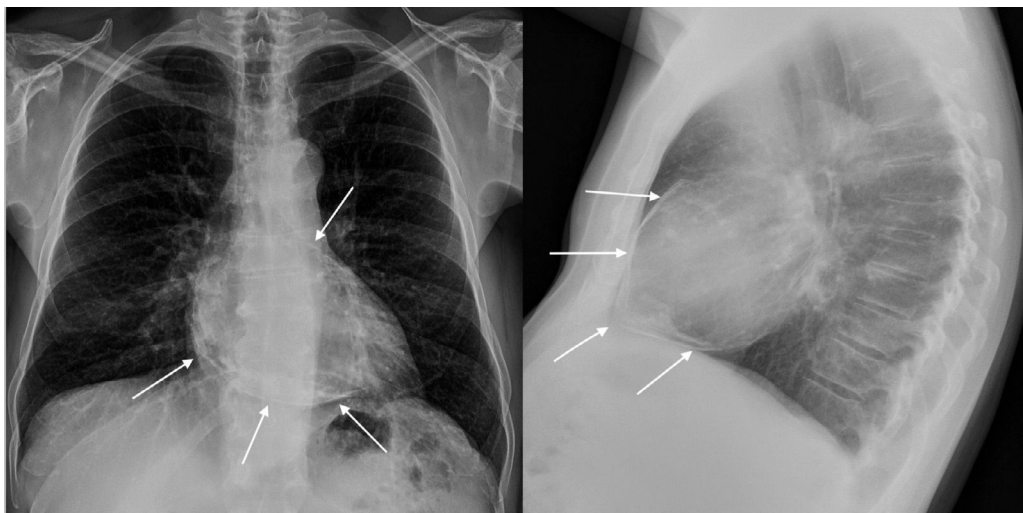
Radiografía de tórax. Se señala el saco pericárdico rodeando al corazón.
